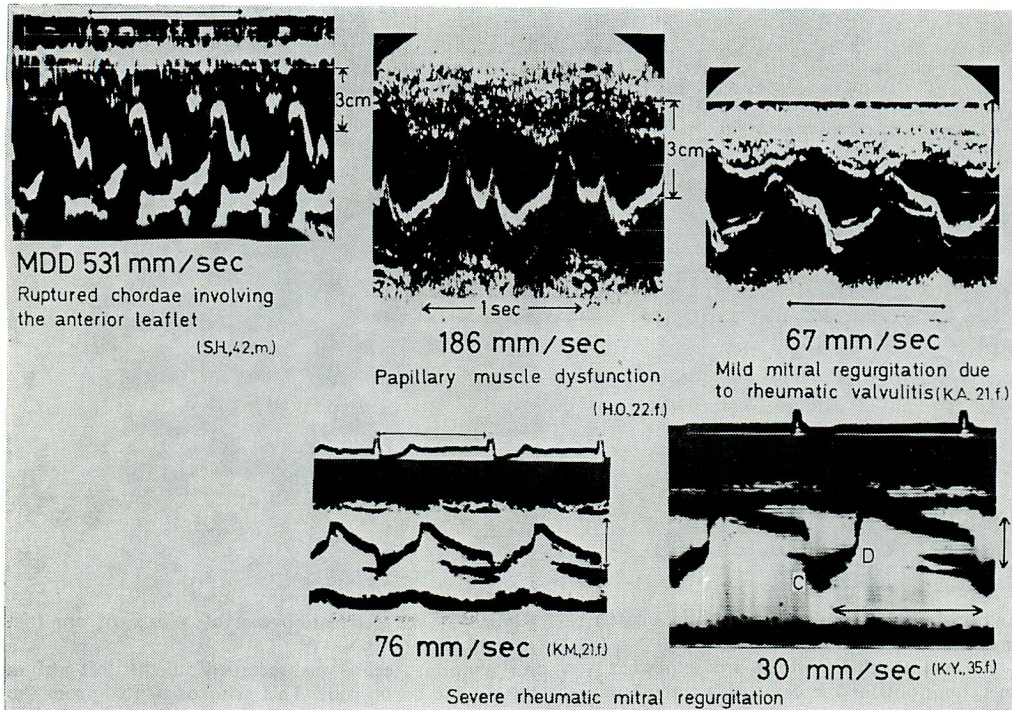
Various types of echocardiogram in cases of mitral regurgitation.
